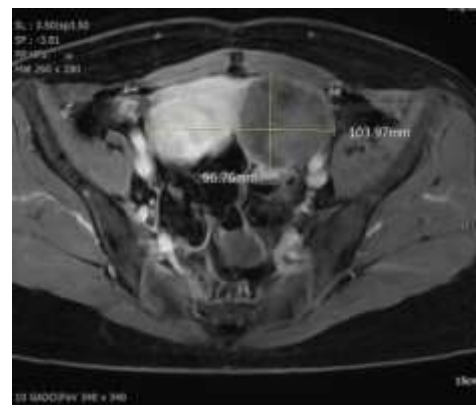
Chụp CT bụng tiểu khung
